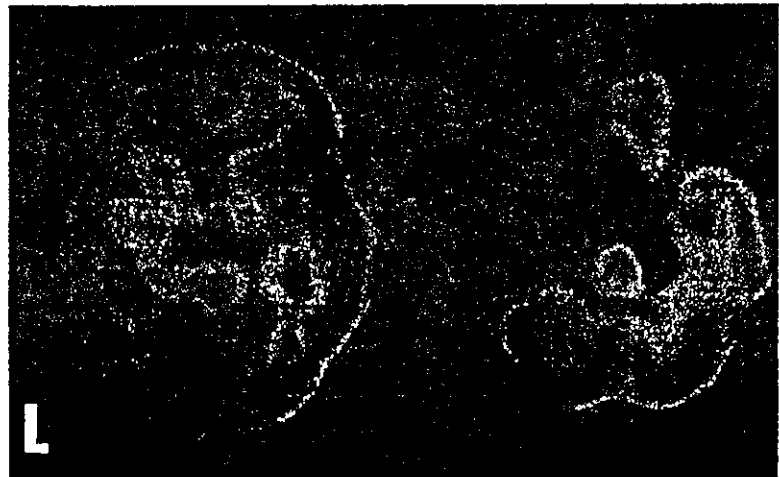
24 左線状体内包膜塞例の脳血流シンチグラフィ(SPECT)
